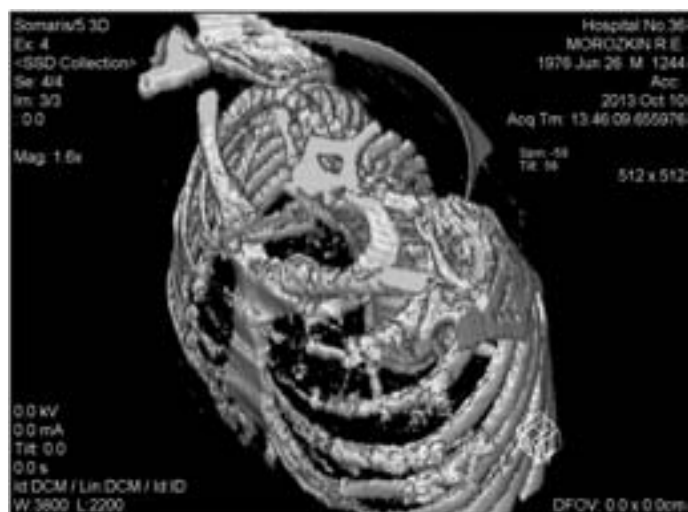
КТ-реконструкция после оперативного вмешательства
